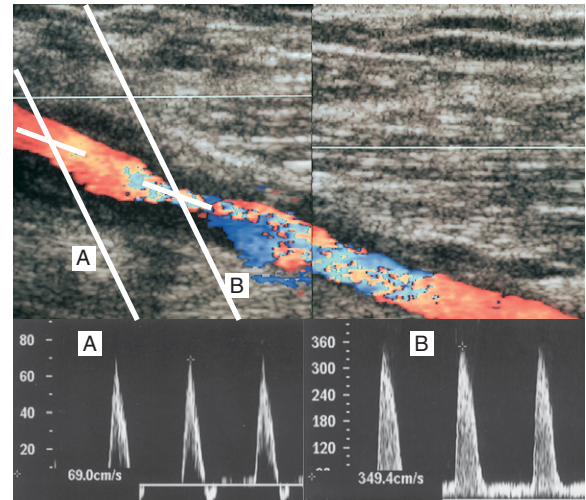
Eine AFS-Stenose wird mittels Spektraldoppler beurteilt. A: Bestimmung der systolischen Spitzengeschwindigkeit genau proximal der Stenose. B: Bestimmung der systolischen Spitzengeschwindigkeit über der Stenose. Das Verhältnis der beiden systolischen Spitzengeschwindigkeiten wird berechnet, indem man den Wert aus B durch den Wert aus A dividiert; in diesem Fall ergibt sich ein Geschwindigkeitsquotient von 5. Dieser Wert lässt auf eine hochgradige Stenose schließen.
